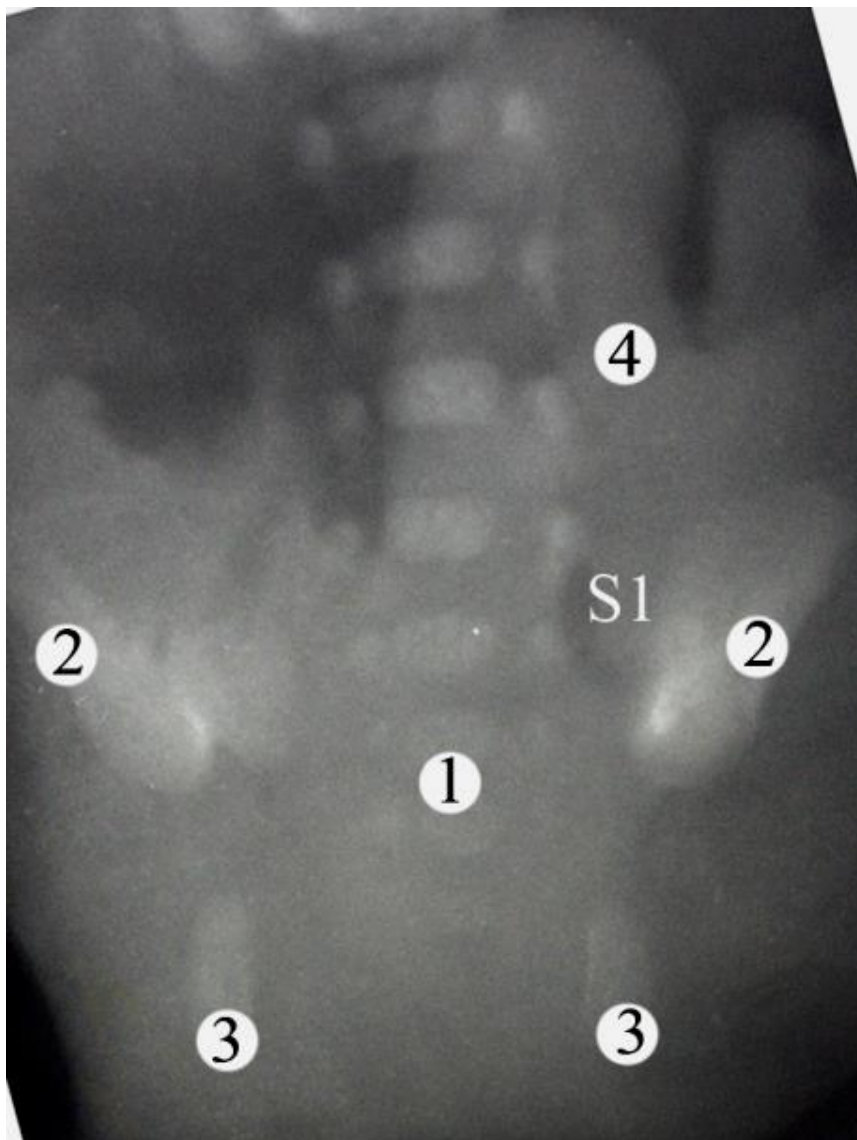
Товста кишка плода 320,0 мм ТПД (просвіт кишки заповнений водорозчинним барієм). Фоторентгенограма. Зб. 1,3^x: 1 – пряма кишка; 2 – клубові кістки; 3 – сідничі кістки; 4 – сигмоподібна ободова кишка.
